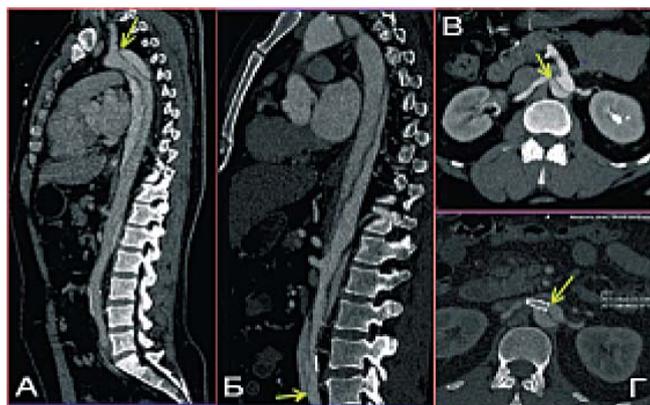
МСКТ аорты с контрастированием, реконструкция в сагиттальной плоскости: а — начало расслоения; б — протяженность расслоения; в — распространение расслоения на правую почечную артерию; г — стент правой почечной артерии
